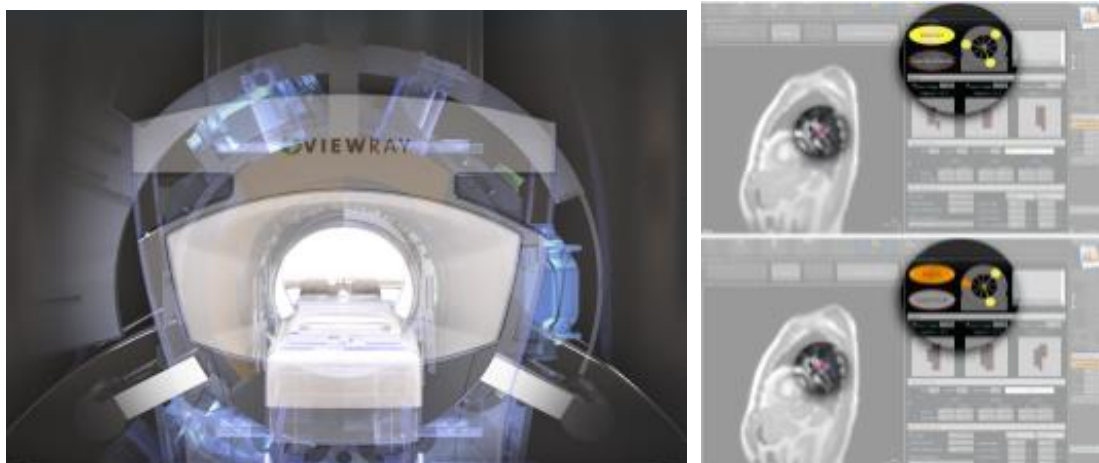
Système d'imagerie IRM (www.viewray.com)
